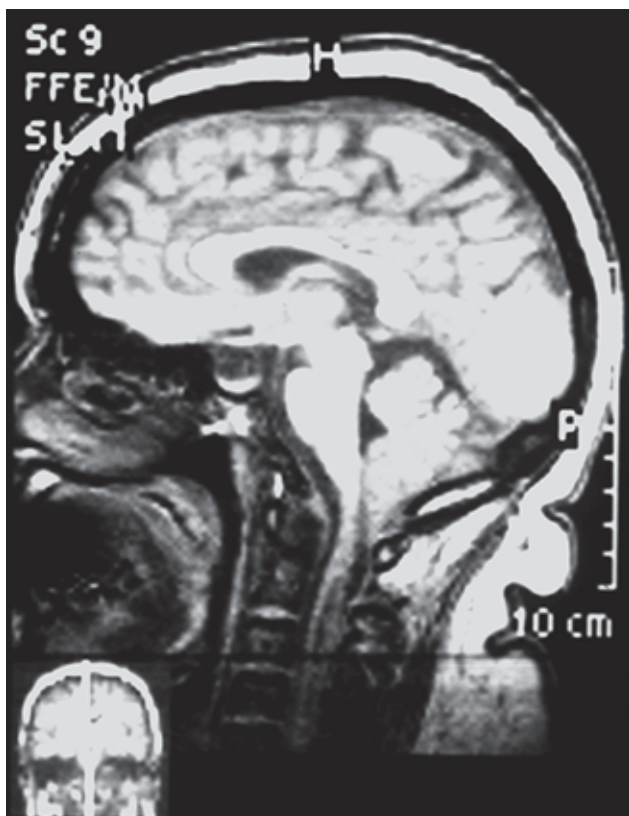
МРТ головного мозга (аномалия Арнольда — Киари) пациентки Г.
